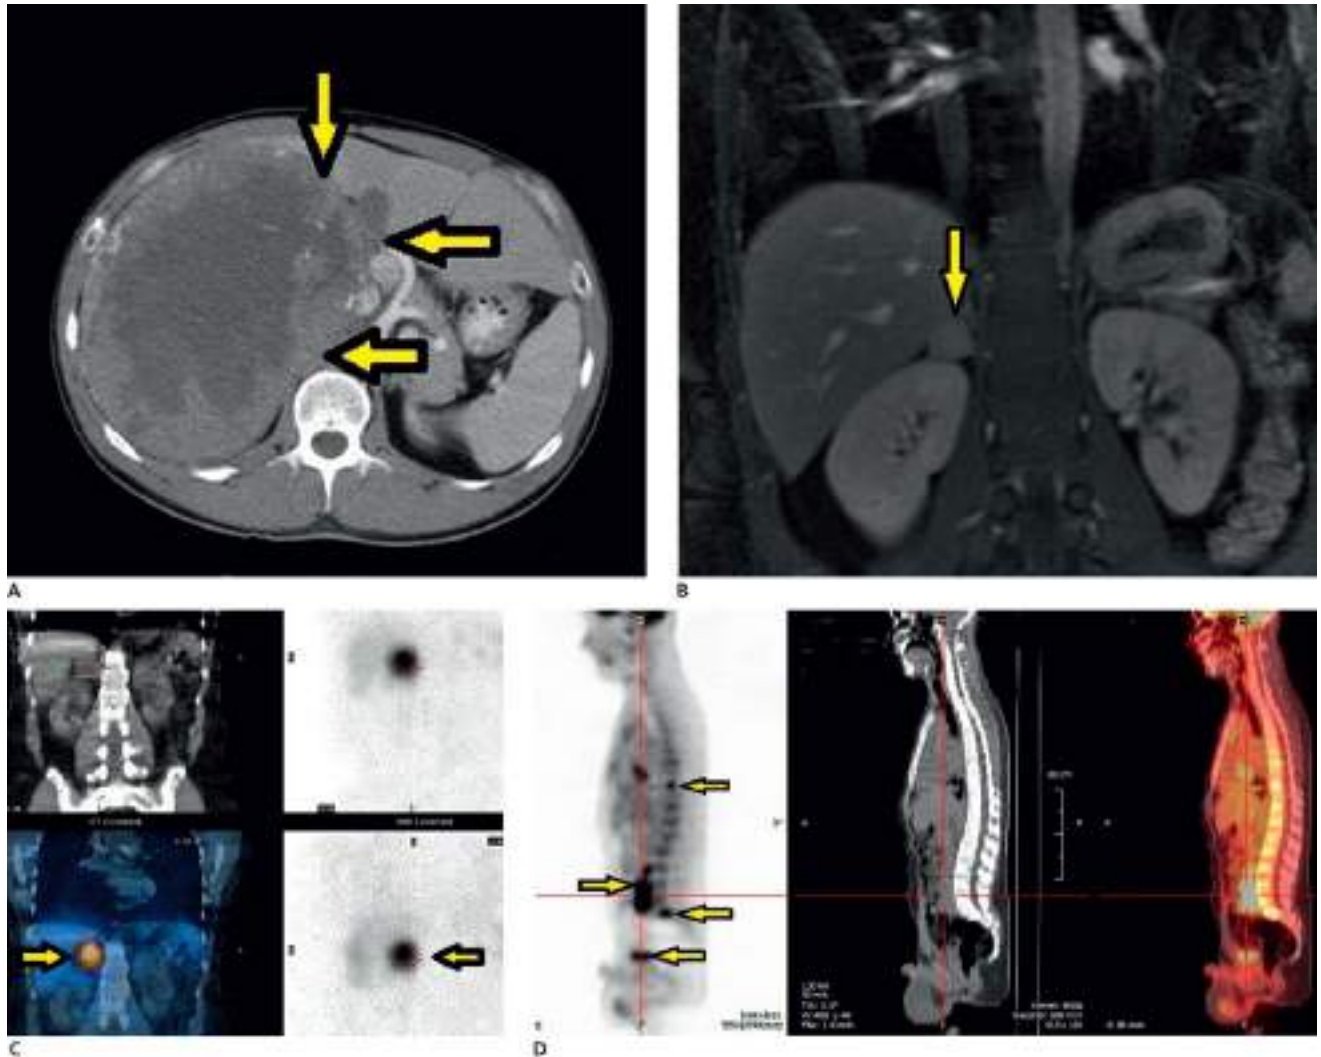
Pruebas de imagen en la localización de feocromocitomas y paragangliomas. A. TC. Feocromocitoma maligno derecho de 18 cm con infiltración hepática. B. RM. Feocromocitoma benigno de la suprarrenal derecha. C. Gammagrafía con ^{123}I -MIBG. Intensa captación en hipocordrio derecho, localizada en suprarrenal en la imagen de integración con TC. D. PET [18F]-FDG integrado con TC. Paraganglioma maligno hipogástrico y metástasis óseas vertebrales y pélvicas.
